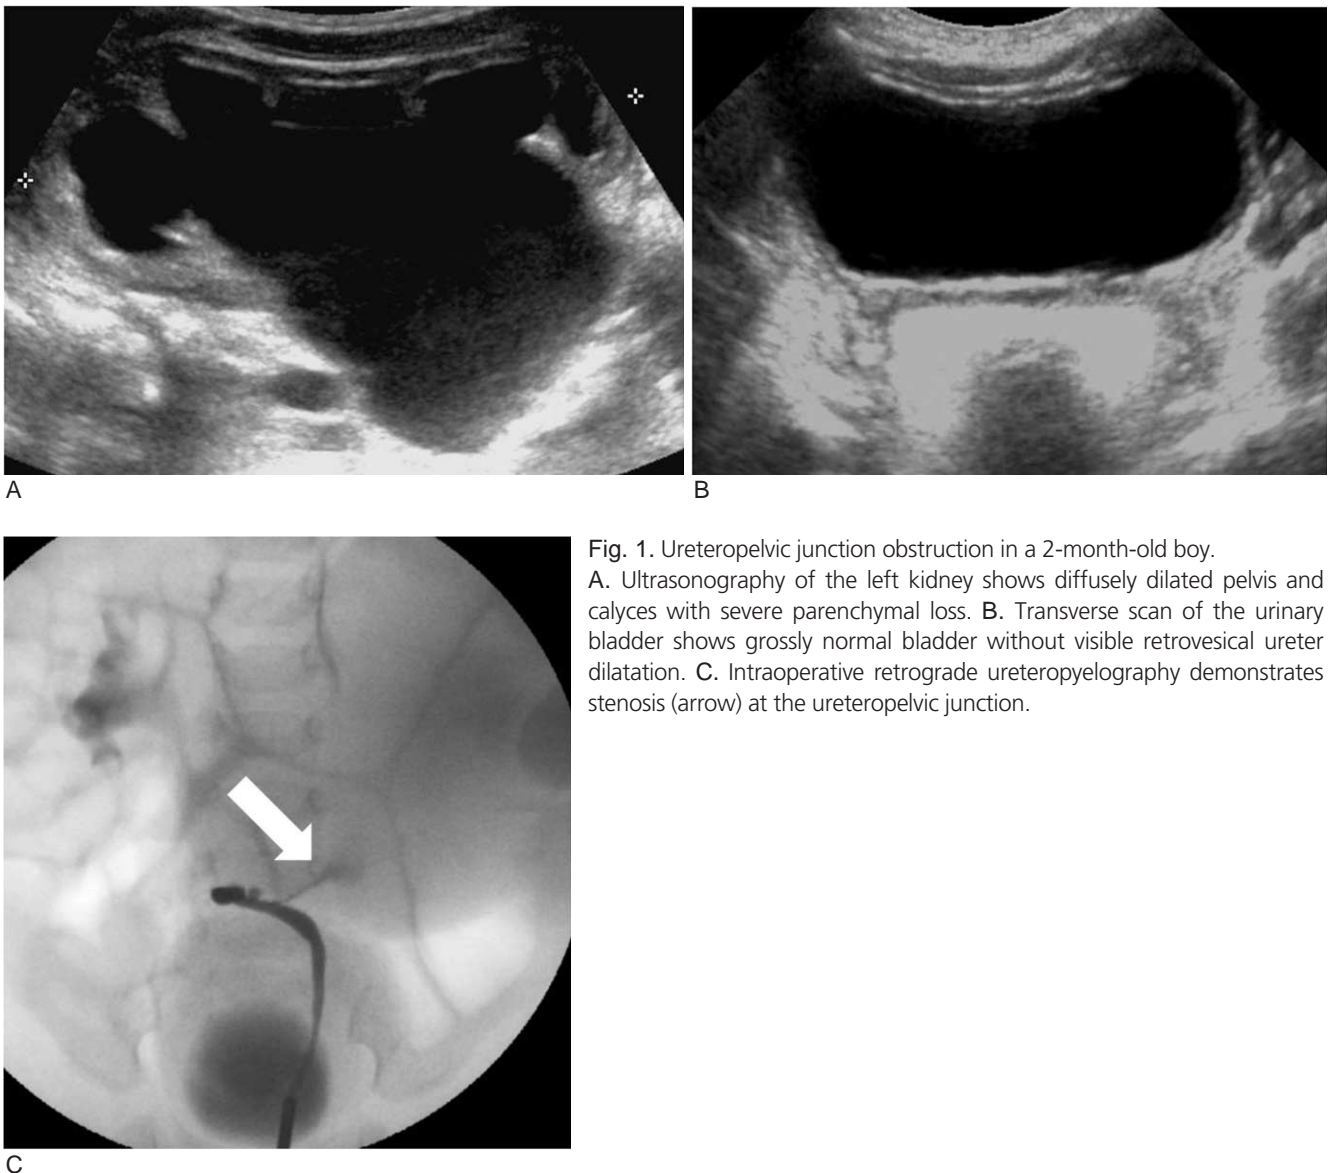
Ureteropelvic junction obstruction in a 2-month-old boy. A. Ultrasonography of the left kidney shows diffusely dilated pelvis and calyces with severe parenchymal loss. B. Transverse scan of the urinary bladder shows grossly normal bladder without visible retrovesical ureter dilatation. C. Intraoperative retrograde ureteropyelography demonstrates stenosis (arrow) at the ureteropelvic junction.
